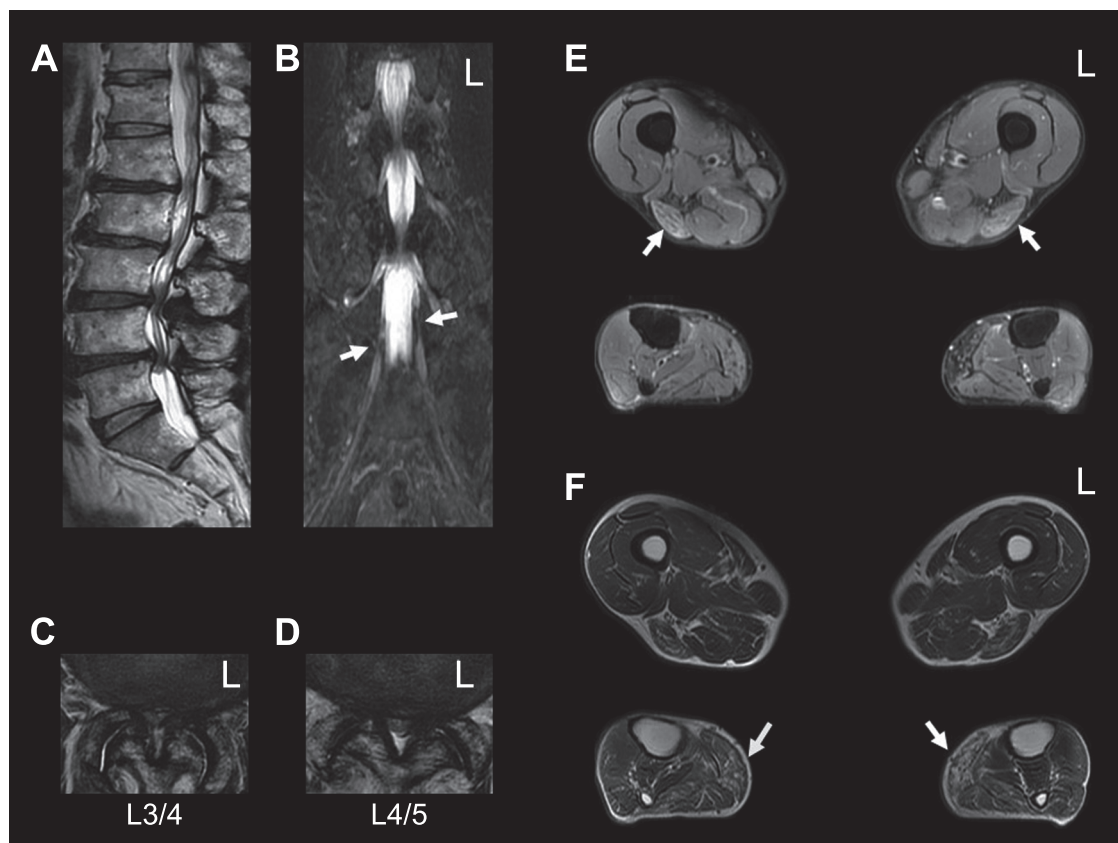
Lumbar spinal MRI, MR neurography, and muscle MRI.
